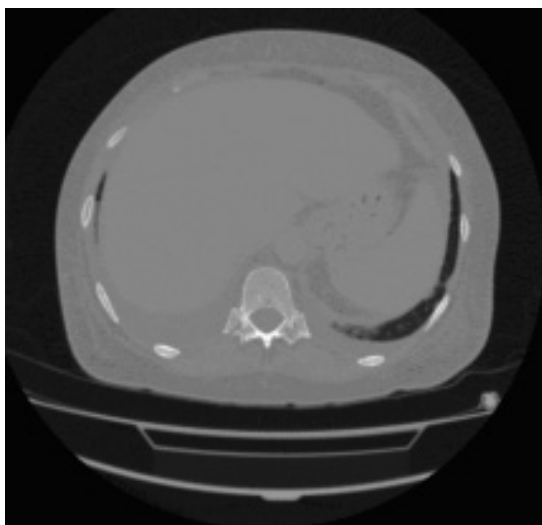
СКТ-срез на уровне Th12
